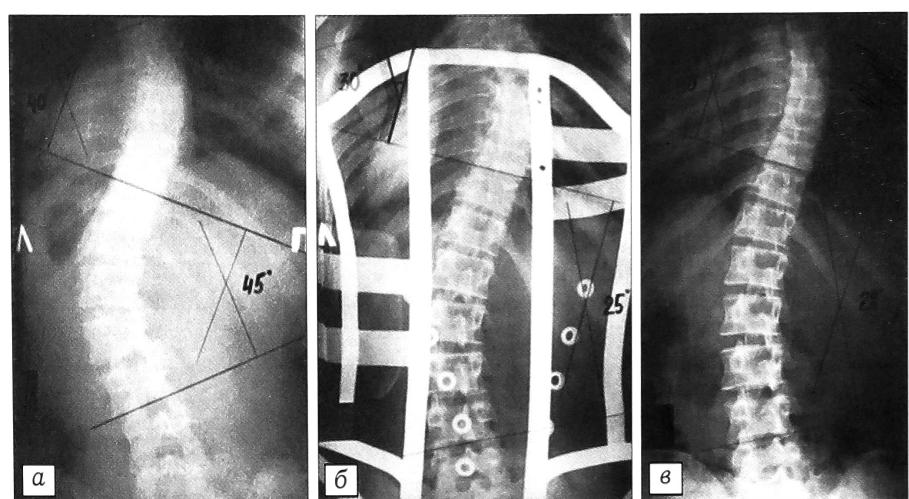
Рентгенограммы больной К. 16 лет. Диагноз: комбинированный идиопатический сколиоз III степени.
